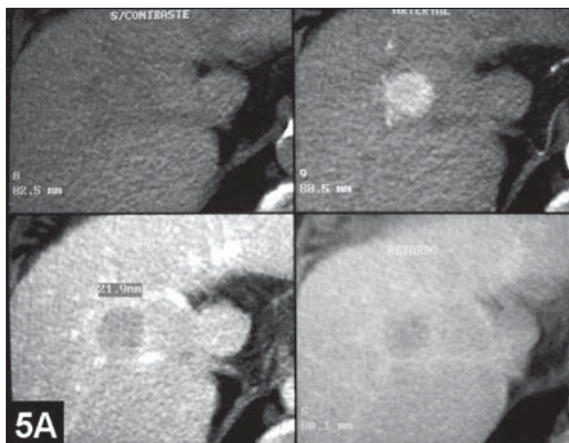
Hepatocarcinoma hipervascular na TC (A) apresentando intenso realce precoce na fase arterial, que tende a ser inferior ao do fígado nas fases mais tardias. Na TC realizada duas semanas após a injeção intra-arterial de Lipiodol® (B) nota-se acúmulo de contraste na lesão.
